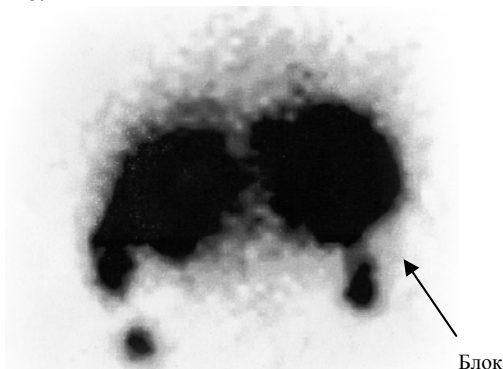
Сцинтиграмма. Метастатическое поражение яремно-двубрюшного узла.
